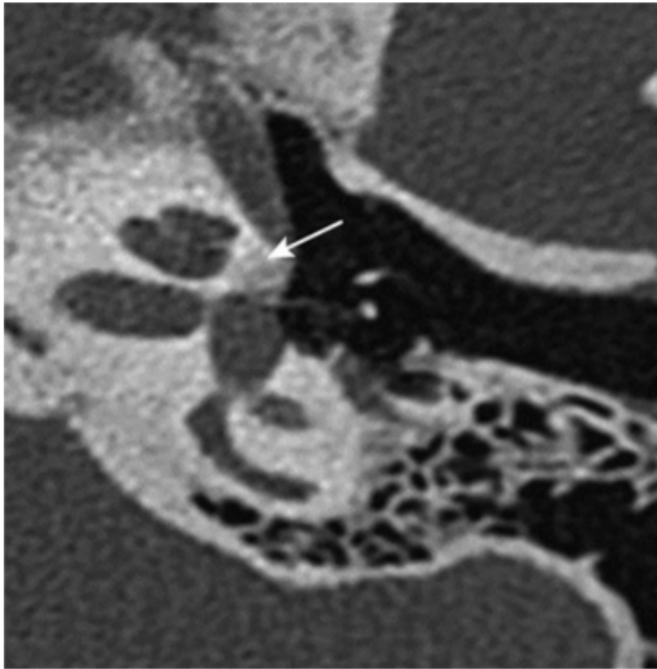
Otospongiose type 3. Coupe TDM double oblique (plan axial stapes) : (flèche) [37]
